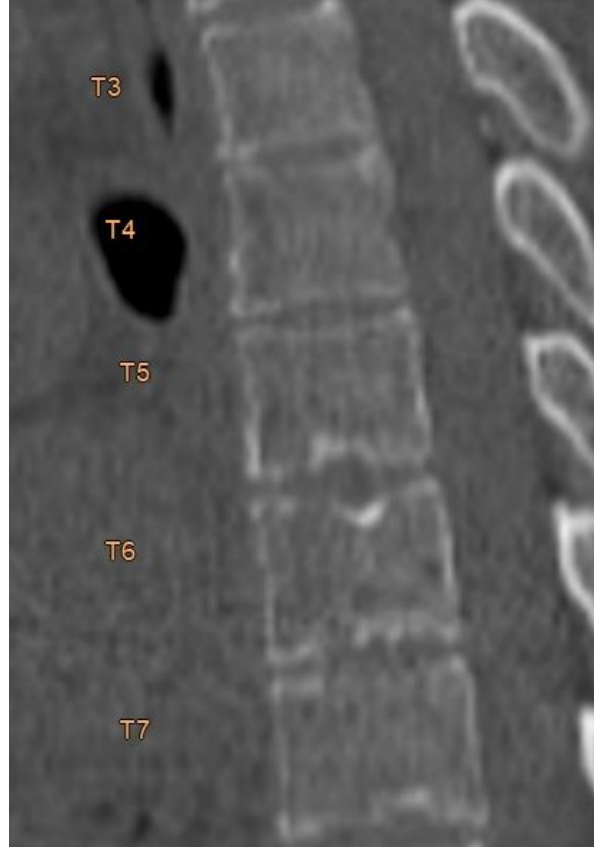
Sağ Faset Evre 3 olarak değerlendirilmiş BT görüntüsü
